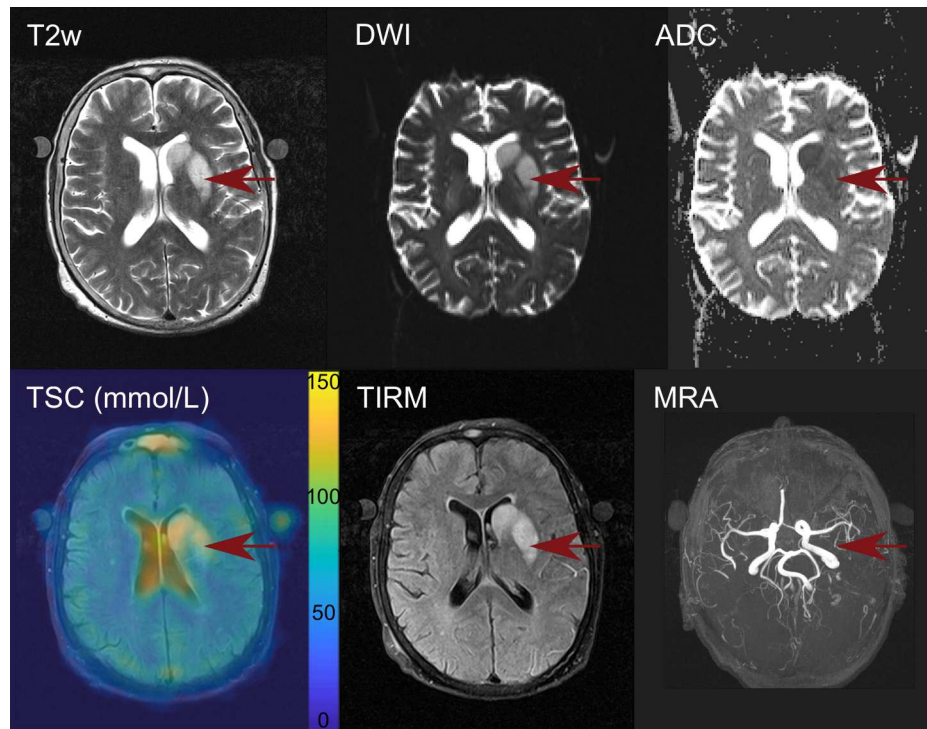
Klinische Aufnahmen und TSC eines Schlaganfallpatientens. Die klinischen ^1H -Aufnahmen T2w, DWI, ADC, TIRM und MRA sowie die aus den ^{23}Na -Messungen berechneten TSC-Werte sind dargestellt. Die Anordnung orientiert sich an der Position im Protokoll, siehe Tabelle 3.12. Das TSC ist quantifiziert, die Aufnahme ist einer ^1H -T2w Aufnahme für einen anatomischen Kontrast überlagert. Das Schlaganfallgebiet ist in jeder Aufnahme mit einem roten Pfeil gekennzeichnet.
